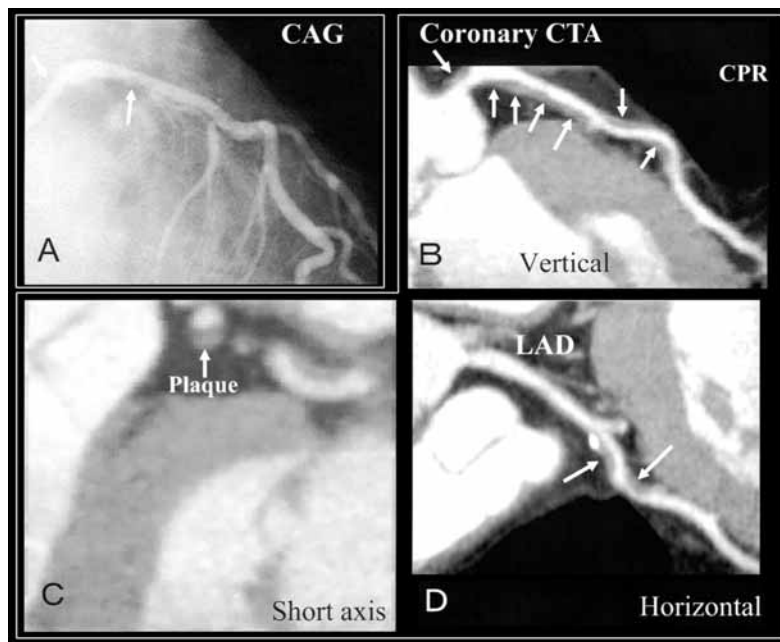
Discordant findings between CAG and coronary CT angiography.⁶⁾ Although CAG revealed that LCX (left circumflex artery) was completely occluded and LAD was normal (A), long plaque was detected in LAD #6, and small plaques observed in LMT and LAD #7 at coronary CTA (B). Eccentric plaque was noted in short axis plane of coronary CTA (C). Small calcification and small plaque were recognized in horizontal plane (D).
